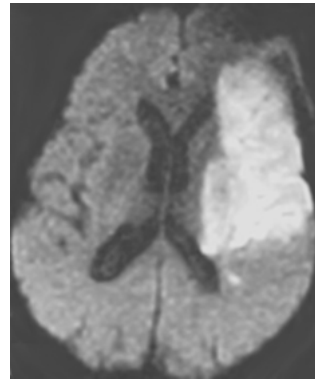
Acidente vascular cerebral isquêmico. Ressonância magnética de encéfalo, com técnica de difusão revelando área de acidente vascular cerebral isquêmico em território de artéria cerebral média esquerda.
